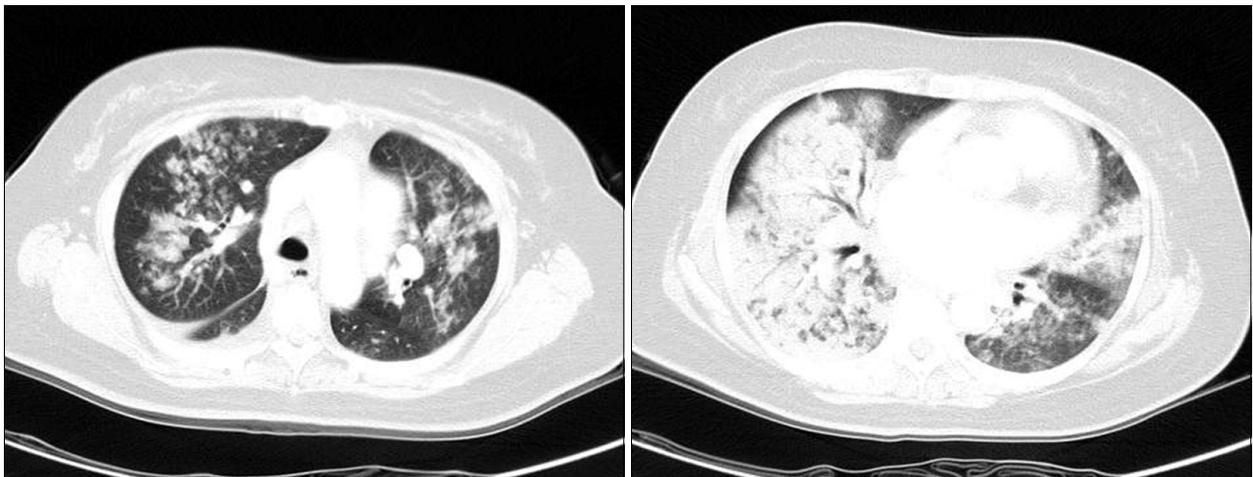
Initial chest computed tomography scan of the patient showed bilateral diffuse consolidation.
